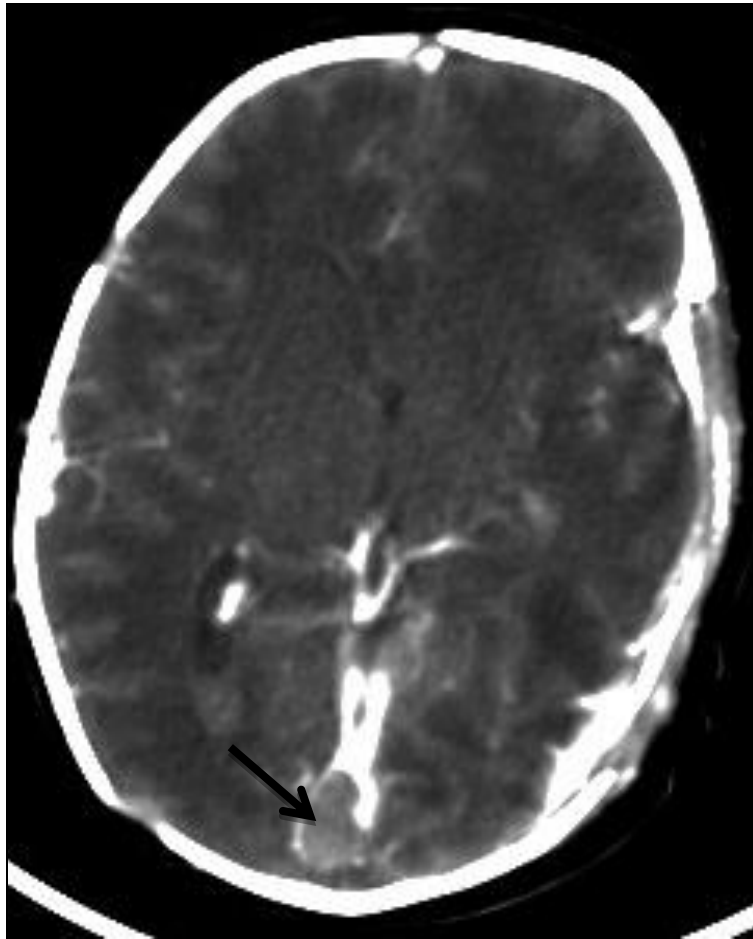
TDM cérébrale C+, coups axiale :
